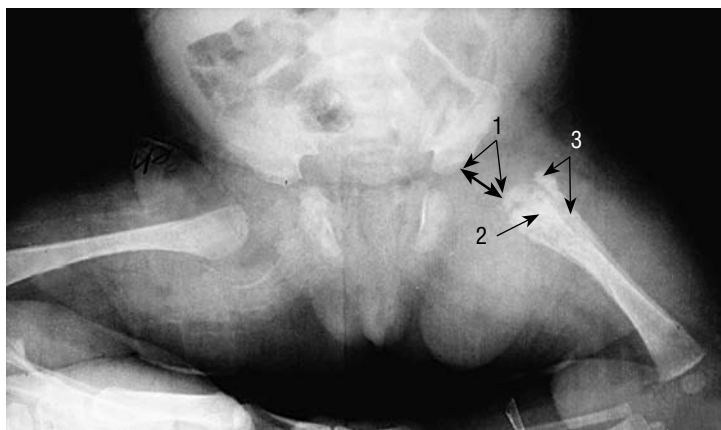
Рентгенограмма тазобедренных суставов (прямая проекция): 1 — увеличенное расстояние между крышей вертлужной впадины и проксимальным концом бедренной кости — артрит; 2 — деструкция метафиза; 3 — периостит
